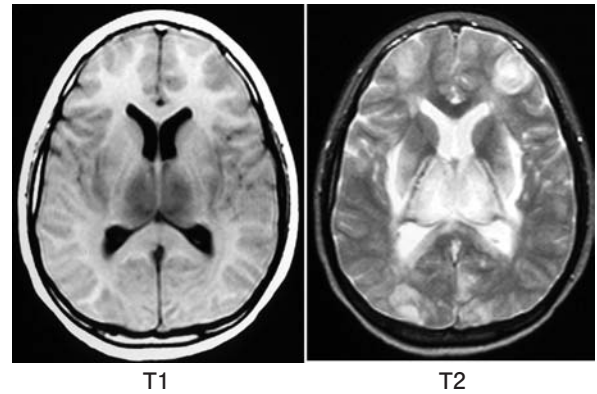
急性壊死性脳症のMRI. 両側の視床, 内包, 前障や多発性的大脑皮質病変を認める.
